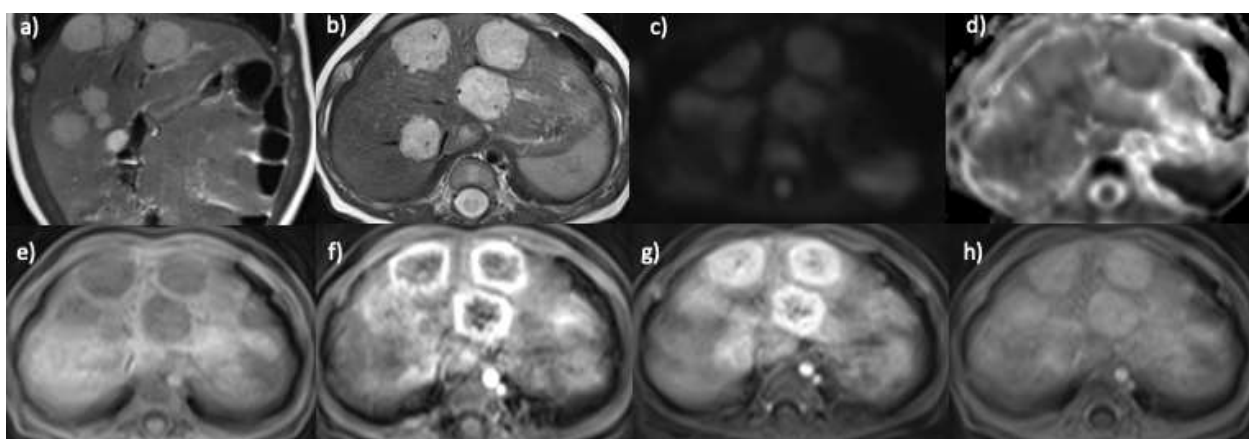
Пациент, 4 месяца, гемангиоэндотелиомы. МРТ а) в коронарной проекции; б-г) в аксиальной проекции с динамическим контрастным усилением: а) T2ВИ; б) T2ВИ; в) ДВИ с фактором взвешенности 800; д) ИКД-карта; е) T1vibe до введения контрастного препарата; ф) T1vibe артериальная фаза; г) T1vibe венозная фаза; г) T1vibe отсроченная фаза (5 минут). В печени визуализируются гиперинтенсивные на T2ВИ образования. На ДВИ с фактором взвешенности 800 отмечается гиперинтенсивный сигнал. На ИКД карте образования
